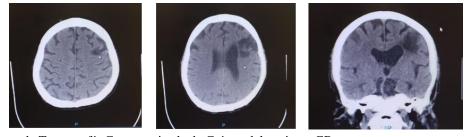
Imagen de Tomografía Computarizada de Cráneo del paciente GR
